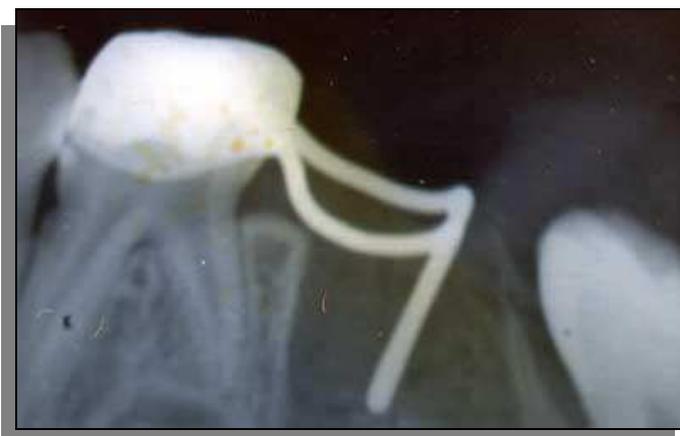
Una vez calzado el mantenedor se toma una radiografía para evaluar la posición de la guía, de no adaptar justo sobre la cara distal del alvéolo se modifica la posición y se vuelve a probar. Tomado de Internet Odontología On line.
